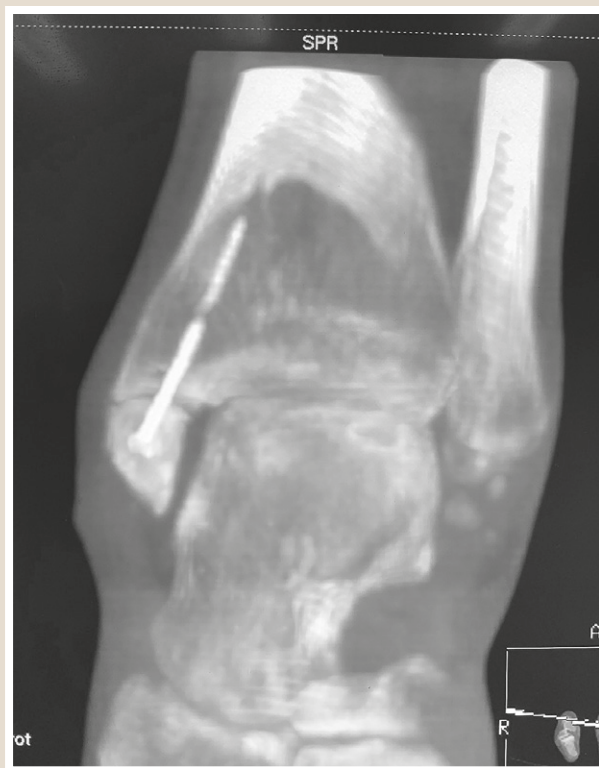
КТ над'яtkово-гомiлковогo суглоба хворого Ж., 5 тижень після операції.
